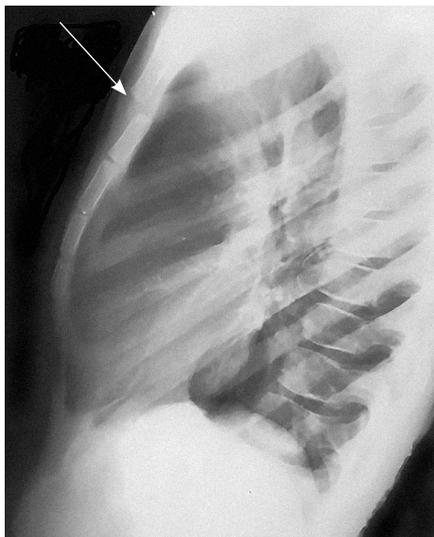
Ребенок, 8 лет. Рентгенограмма грудной клетки в боковой проекции. Перелом тела грудины со смещением (показан стрелкой)
